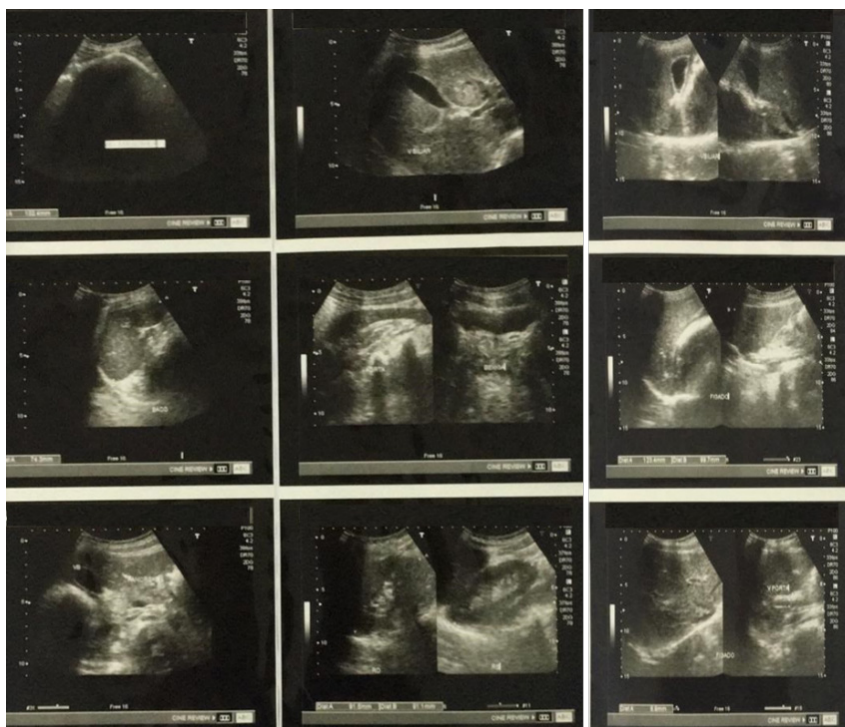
Ultrassonografia abdominal total que evidenciou uma massa em região epigástrica.
